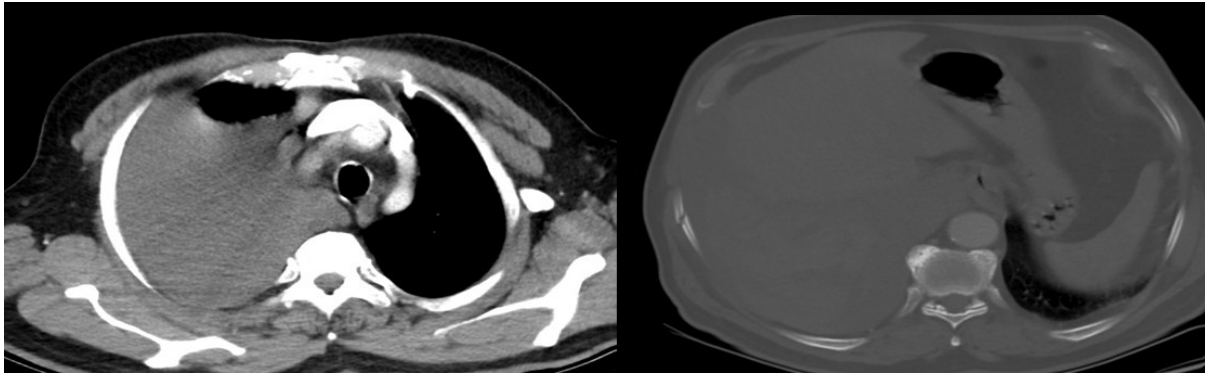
Massive pleural effusion in the right hemithorax on thorax CT
